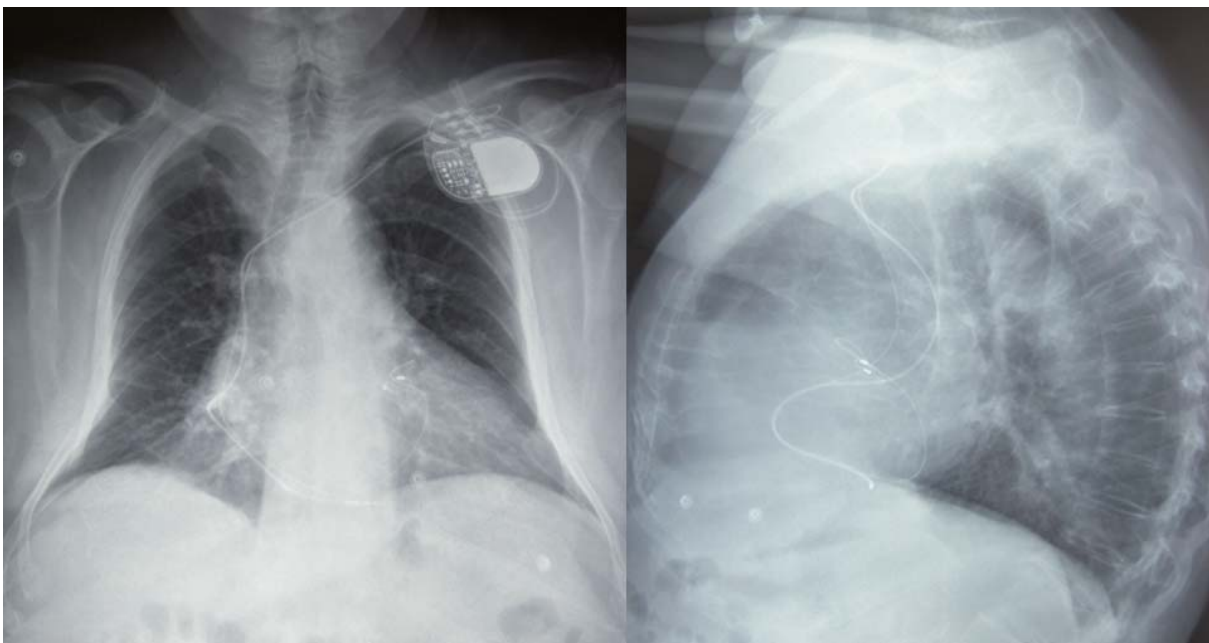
Radiografía PA y lateral de tórax
